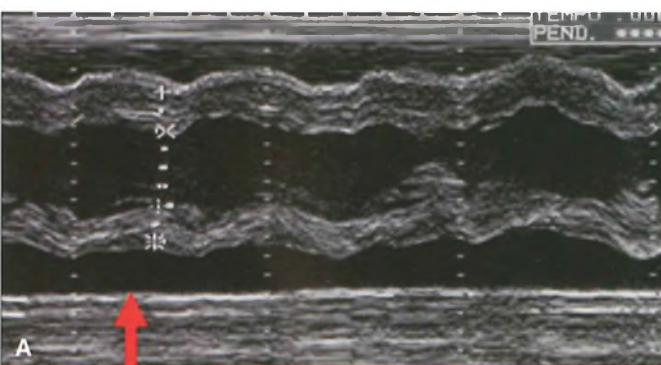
Pericardite essudativa: all'ecografia cardiaca mono-dimensionale (A) e bi-dimensionale (B) appare evidente una raccolta essudativa in sede postero-laterale (frecce).
